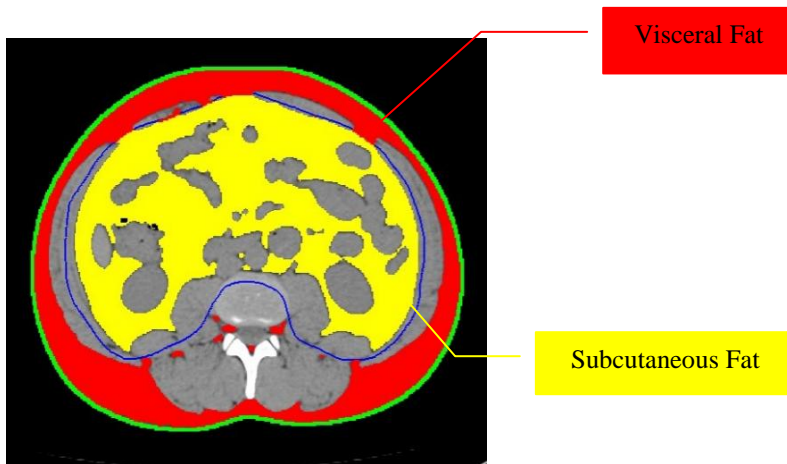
Images obtained through the Computed Tomography (CT). Visceral and Subcutaneous Fat Compartments analyzed by software QFAT.
